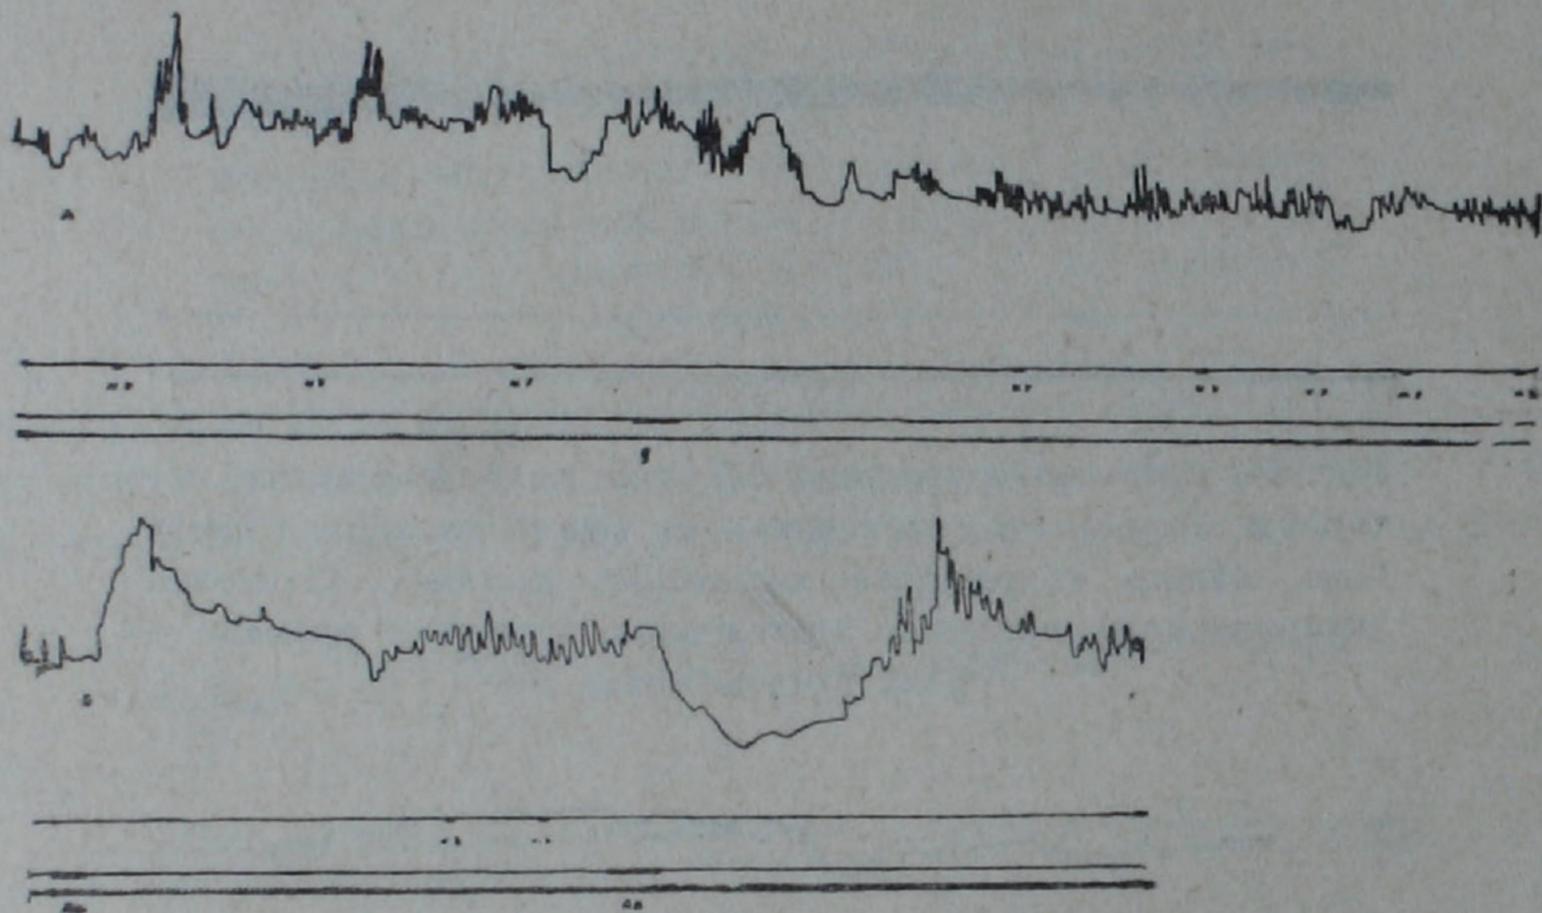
(АБ). А. Сокращение кишечника при раздражении волокон блуждающего и симпатического нервов до и после введения в ток перфузионной жидкости ганглерона 1 : 15000. Б. Реакция кишечника на введение в ток перфузии ацетилхолина и адреналина. Сверху вниз: запись сокращения кишечника, отметчик электрического раздражения волокон вагуса и симпатикуса, отметчик введения в ток перфузии фармакологических агентов, отметчик времени — один удар в 3 сек.
